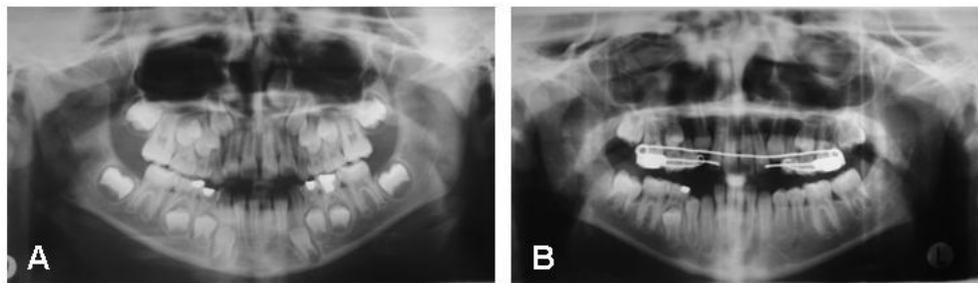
Radiografías panorámicas. A. Inicio de tratamiento 2004. B. Control del tratamiento 2005.
